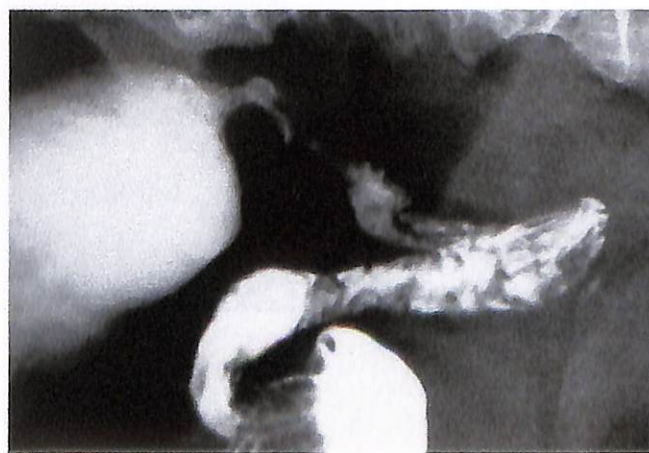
Radiografía de detalle del íleo terminal en que se advierte estenosis de la luz intestinal por engrosamiento de la pared y dilatación del asa preestenótica.
